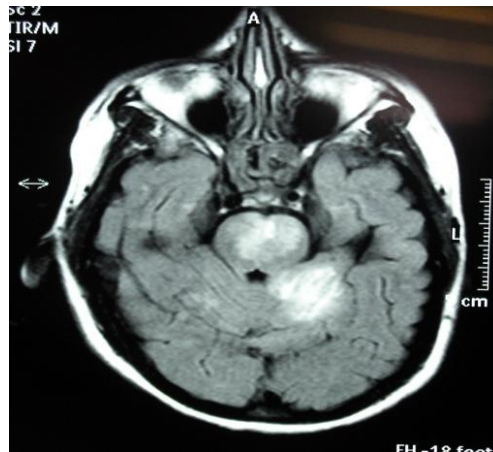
Infarto de la circulación posterior o POCI (“*posterior circulation infarction*”). Resonancia magnética.
